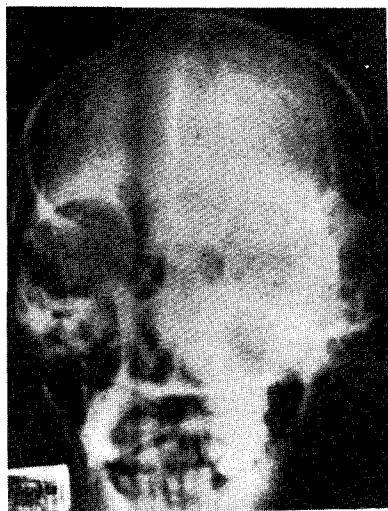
Preoperative A-P view of plain skull X-ray(Case 1).
